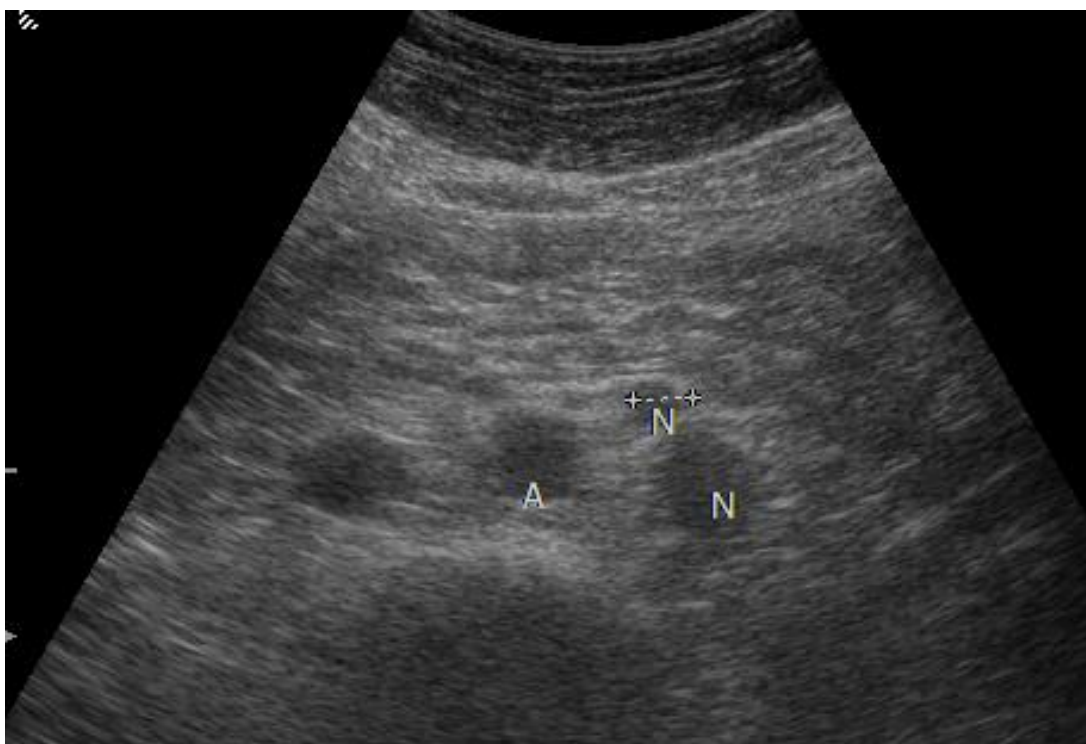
УЗИ забрюшинного пространства. Определяются МТС в парааортальные лимфоузлы из левого яичка
